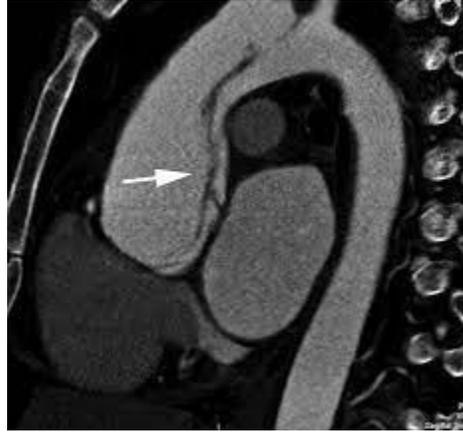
Angiotomografía multicorte que evidencia DA con compromiso de raíz aórtica y aorta ascendente. La flecha señala el "flap" de disección. Fuente: Cerdá M y col. "Utilidad de la angiotomografía computarizada multidetector en patología aórtica". *Rev. Argen. Cardiol.* 2011; 79:292-299.
